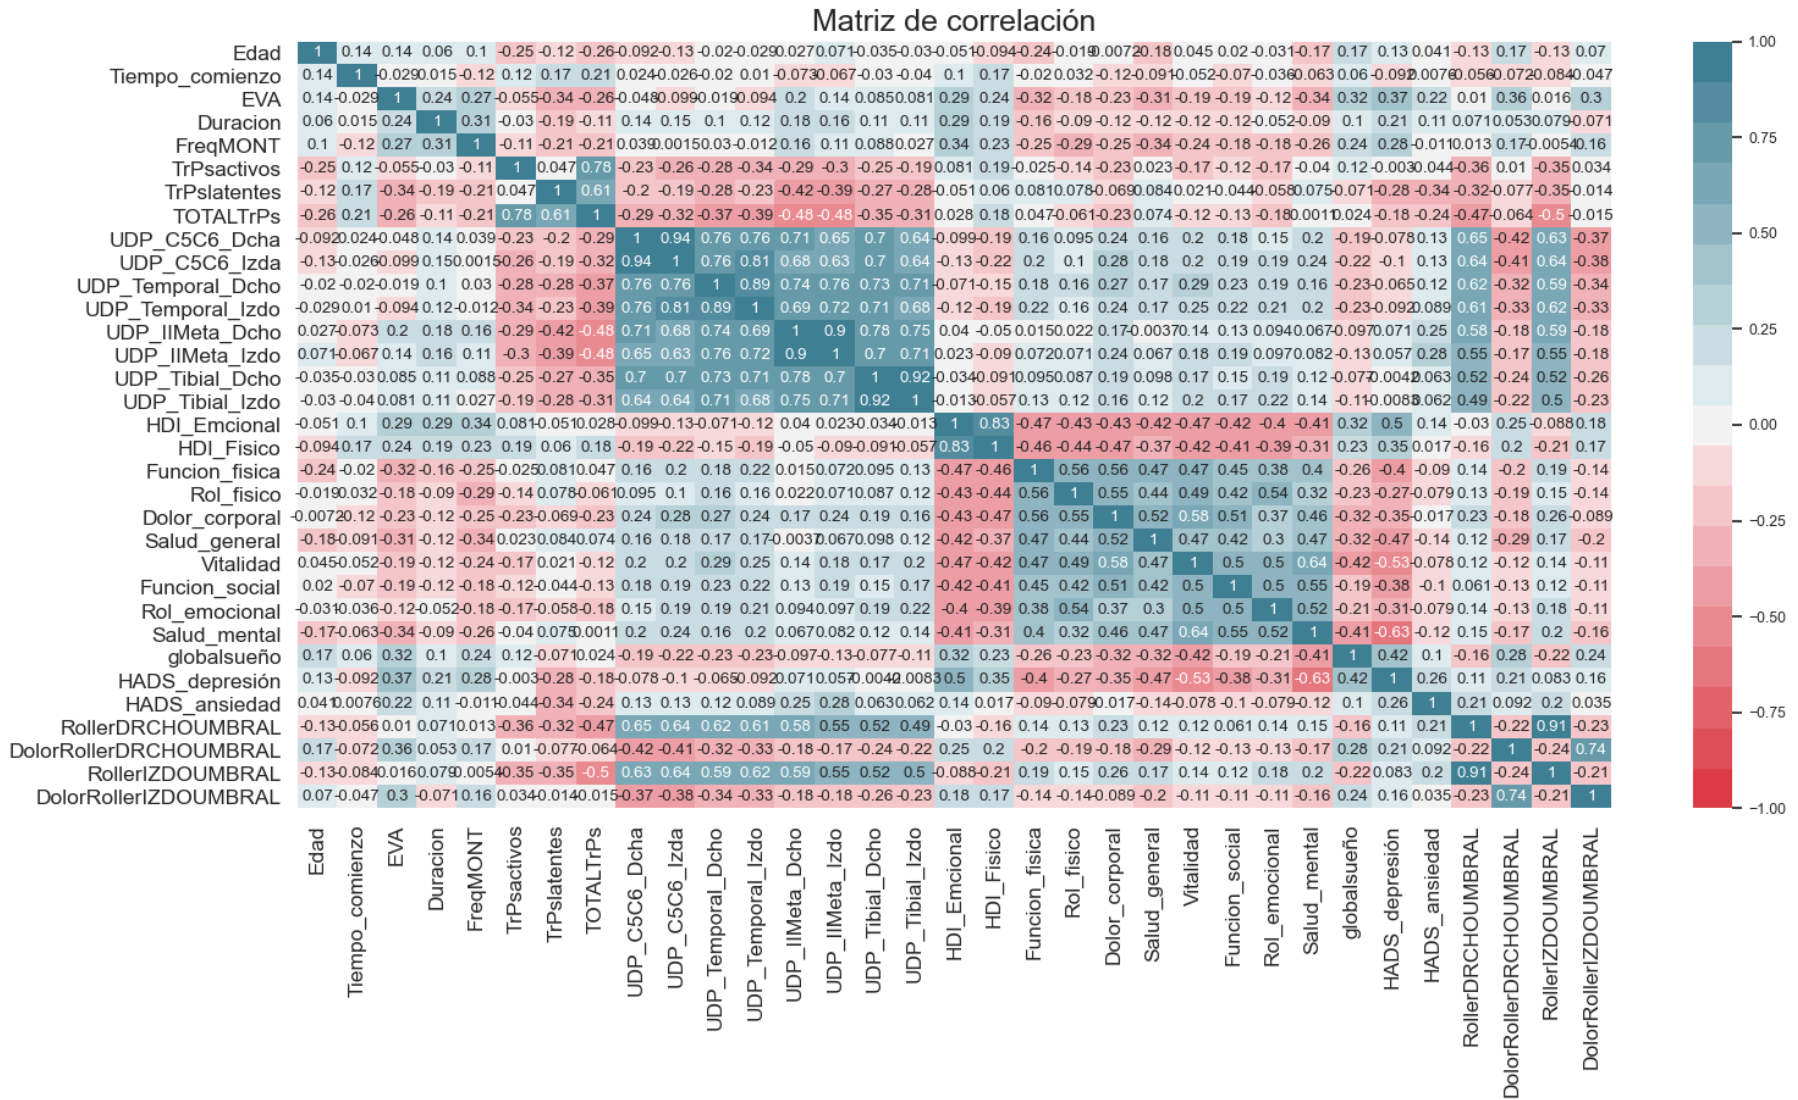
Mapa de calor de coeficientes de correlación de Pearson para las características del conjunto de datos de CT.
